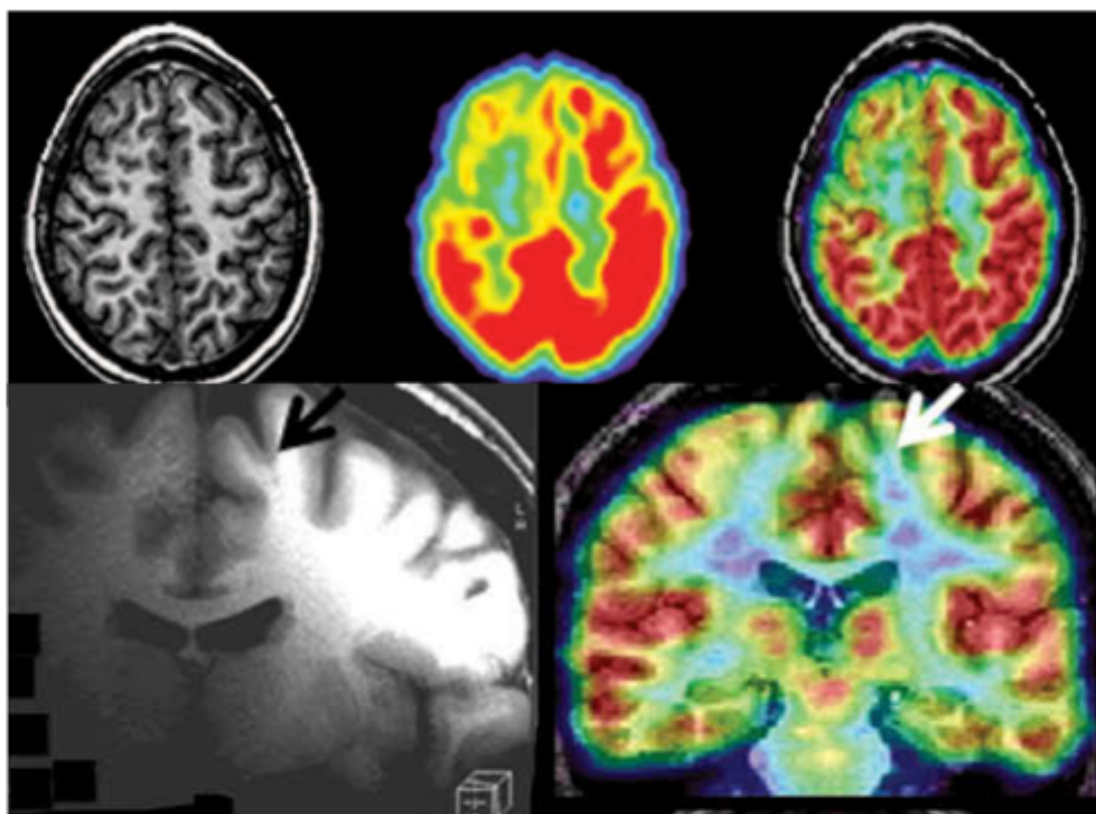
Figura tomada del trabajo de Chassoux y colaboradores (2010) que muestra dos ejemplos de RM de 1,5T negativa. En la fila superior se observa hipometabolismo extenso en lóbulo frontal derecho. La secuencia T1 considerada negativa muestra una dudosa borrosidad del margen cortical. En la fila inferior la fusión PET-CT muestra pequeña zona hipometabólica frontal izquierda. La secuencia T1 considerada negativa muestra una dudosa imagen lineal en el fondo de un surco frontal que podría corresponder a una displasia del fondo de surco.
